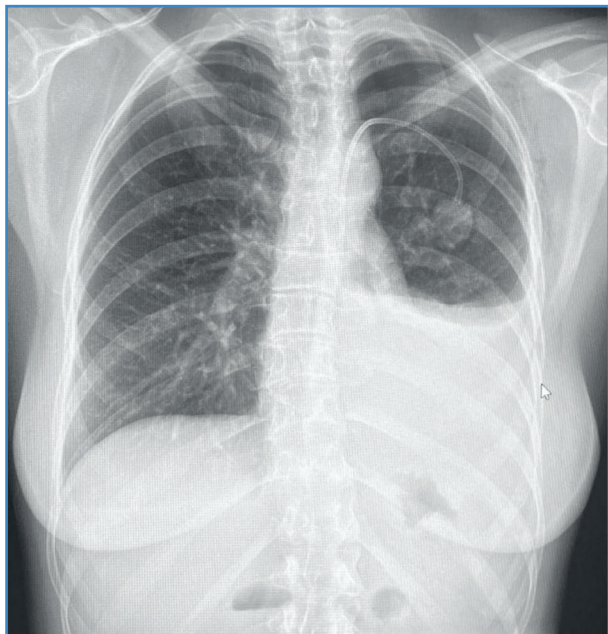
Radiografía del tórax posteroanterior en la que se observa el derrame pleural, el neumotórax y la punta del catéter en el hemitórax izquierdo.
